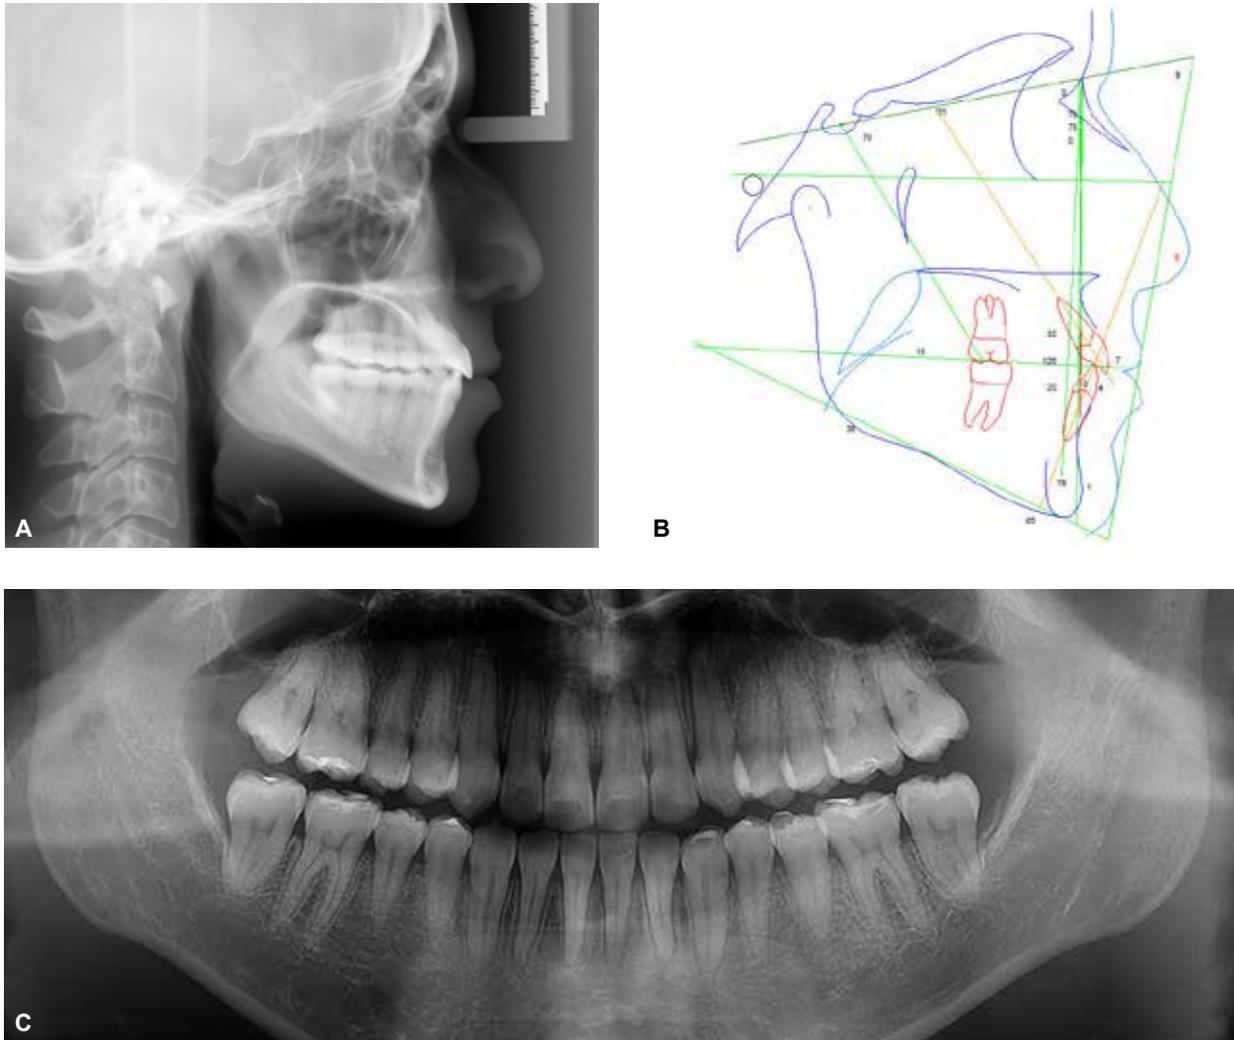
(A-C) – Radiografia cefalométrica, traçado e panorâmica final.
